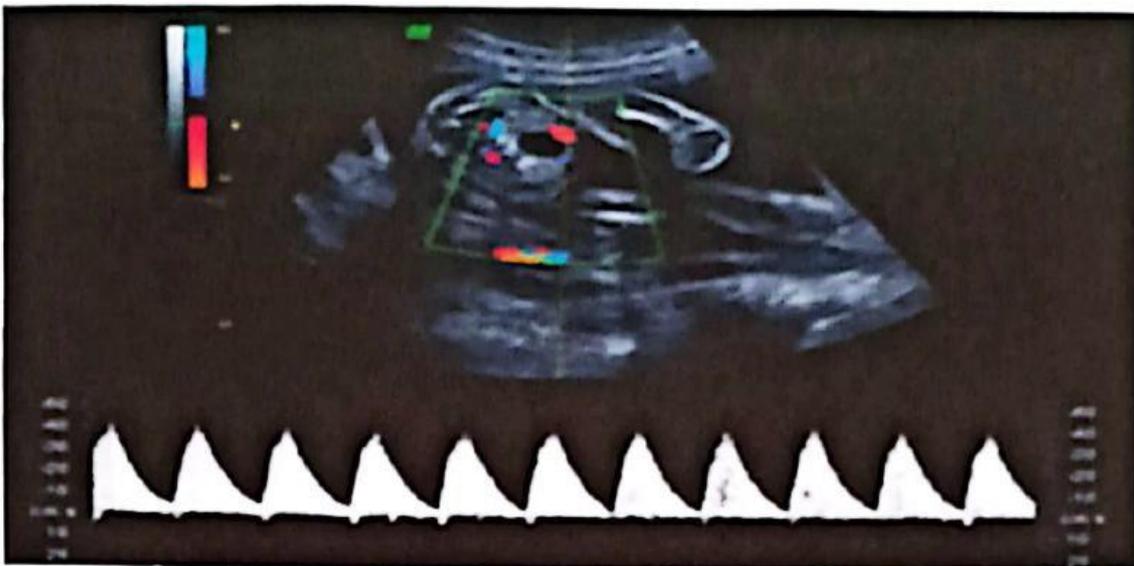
Doppler ombilical montrant une diastole nulle
